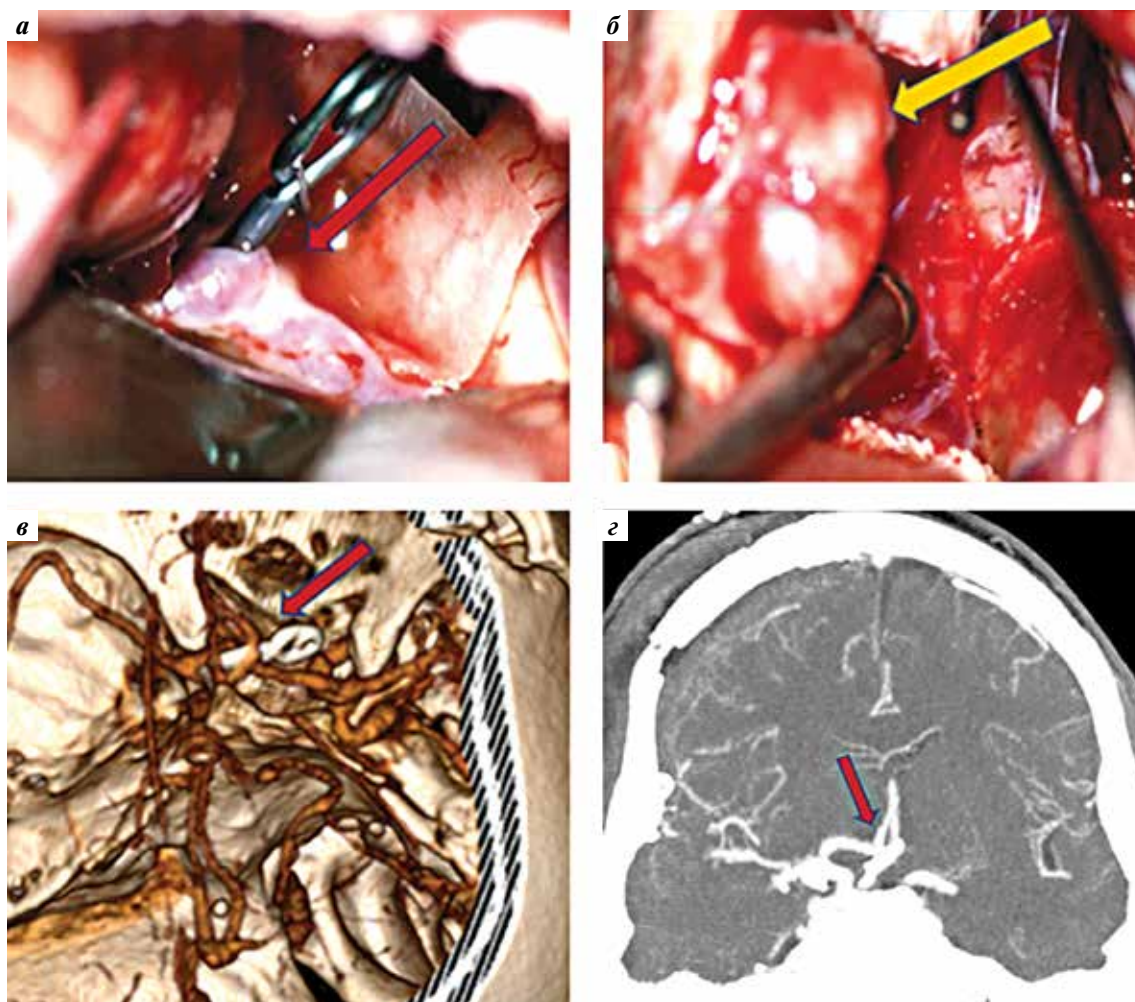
Визуализация сосудов: а, б – интраоперационные фотографии; а – аневризма передней соединительной артерии клипирована (красная стрелка); б – менингиома передней трети фалькса иссечена вместе с фальксом (желтая стрелка); в, з – послеоперационная рентгенологическая картина. Компьютерная томограмма головного мозга с ангиографией сосудов с ангиографией сосудов ГМ: аневризма передней соединительной артерии клипирована (красная стрелка)
